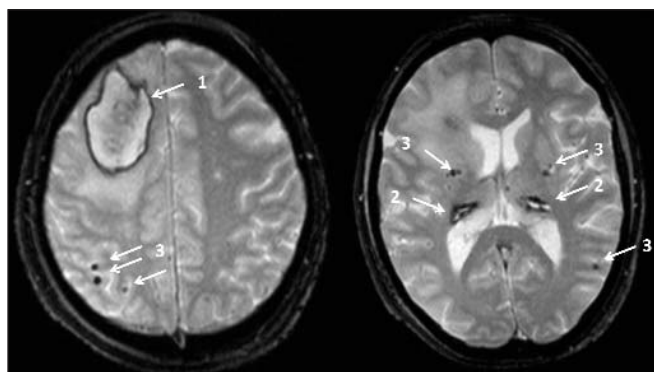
МРТ в режиме T2*-взвешенных изображений (T2 GRE). Стрелками показаны лобарная гематома в правом полушарии большого мозга (1), кровоизлияния в обоих таламусах (2) и множественные микрокровоизлияния (3)
